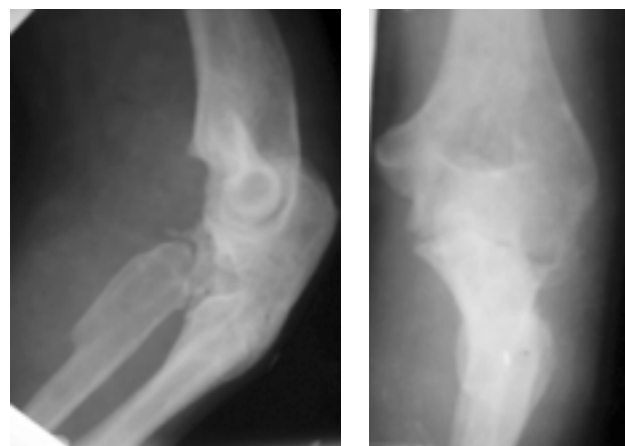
Фото рентгенограм ліктьового суглоба хворого через 1 рік після резекції головки лівої променевої кістки
